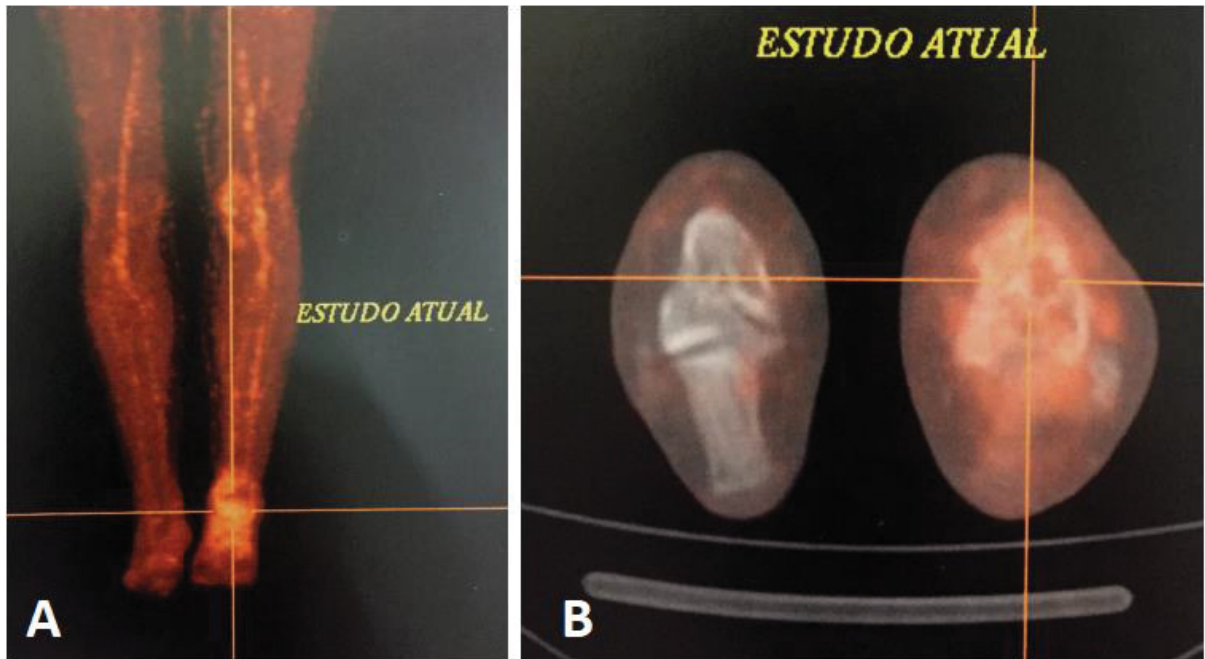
IMAGENS DO PET-CT DEMONSTRANDO HETEROGENEIDADE DIFUSA DOS OSSOS DO TARSO DO PÉ ESQUERDO COM ACENTUADA ATIVIDADE GLICOLÍTICA. COMPATÍVEL COM PROCESSO NEOPLÁSICO. A: IMAGEM EM CORONAL DOS MEMBROS INFERIORES. B: IMAGEM EM AXIAL DOS OSSOS DO TARSO.
